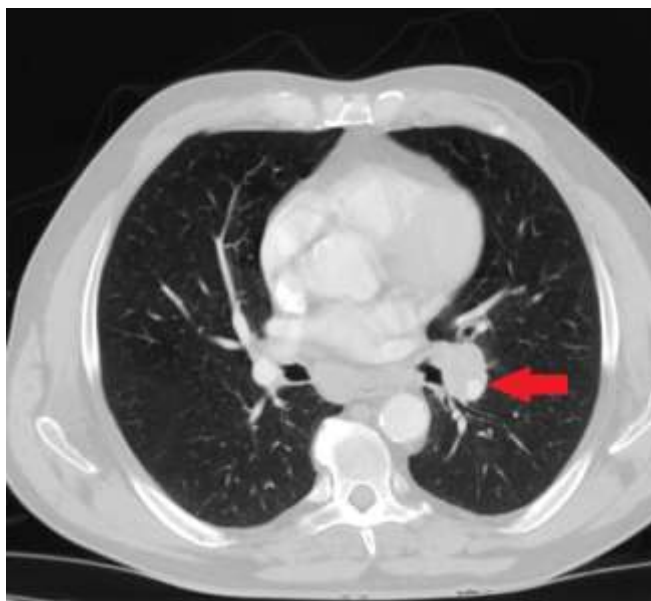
Imagen de TAC: Masa pulmonar izquierda compatible con neoformación pulmonar de células pequeñas.
